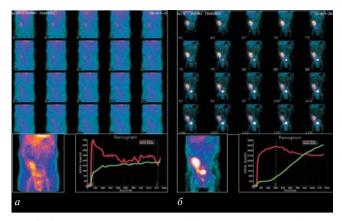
Сцинтиграммы пациента Д., 42 лет. Восстановление функции трансплантата почки: а — серия сцинтиграмм, суммарное изображение почки и функциональные кривые на 7-е сутки после АТТП; б — серия сцинтиграмм, суммарное изображение почки и функциональные кривые на 14-е сутки после АТТП.
